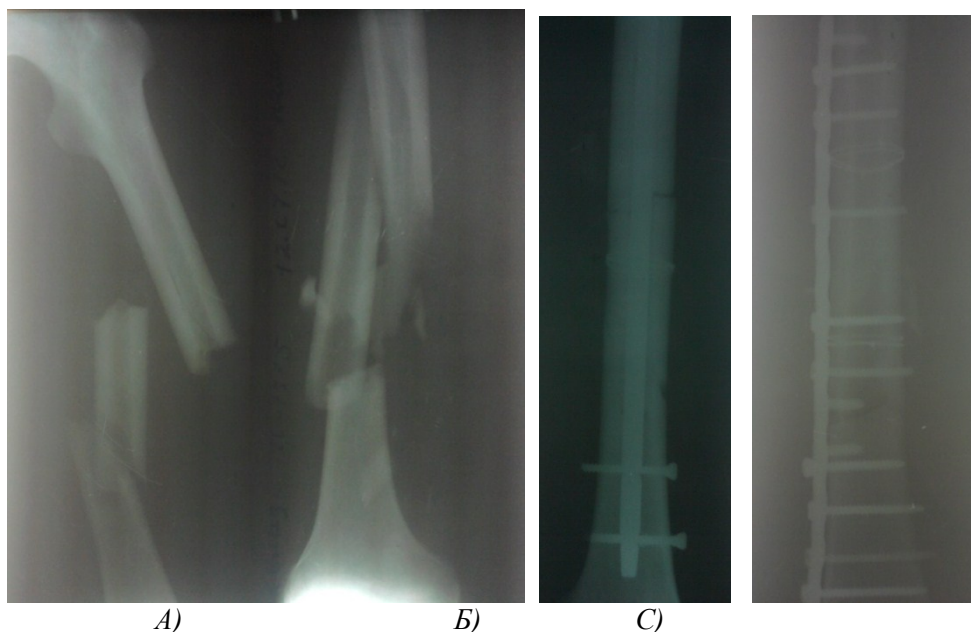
Рентгенографии больного К.
